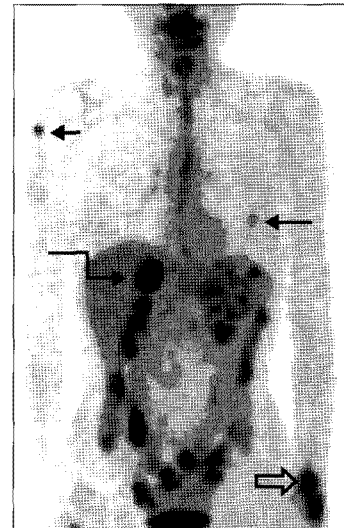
Positron emission tomographic image scanned at January 2011. Newly developed soft tissue lesion in right upper arm (short straight arrow, size=1.7 cm, maxSUV=2.36) and re-aggravated soft tissue lesion in left wrist (open arrow, maxSUV=5.66) after complete remission. Newly developed mild hypermetabolic soft tissue lesion in left chest wall (long straight arrow, maxSUV=1.9). Aggravated right adrenal metastasis (curved arrow, maxSUV=10) and no change of left adrenal metastasis (maxSUV=3.1).
